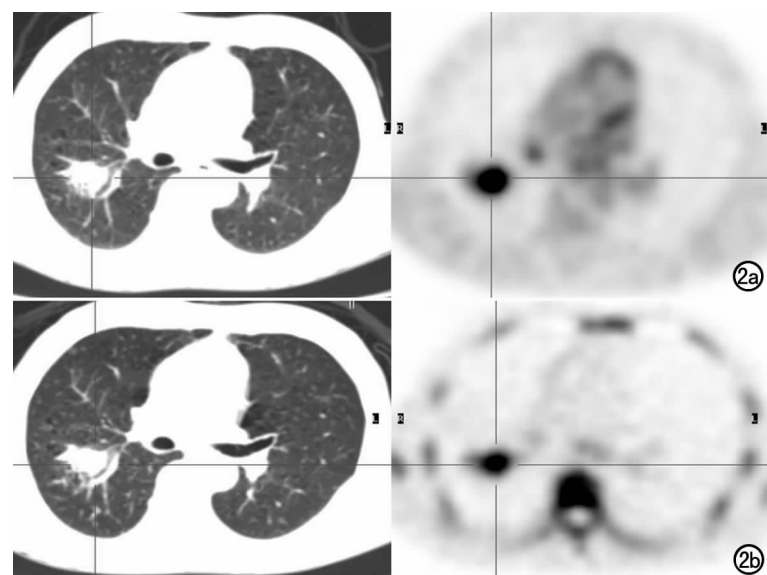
肺腺癌。a) ^{18}F -FDG PET/CT 示右肺可见大小为 $3.2\text{cm} \times 2.8\text{cm}$ 结节影,放射性摄取异常浓聚,SUV 值为 8.5; b) ^{18}F -FLT PET/CT 示右肺结节放射性摄取异常浓聚,SUV 值为 6.3,考虑为恶性肿瘤。
